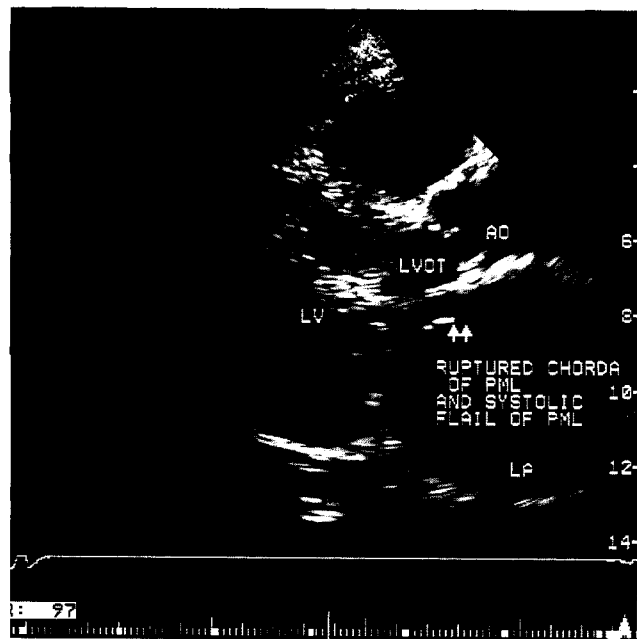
(Case 2) Long axis parasternal view. The flail chordae attached to the posterior mitral valve and prolapsing into the left atrium.
